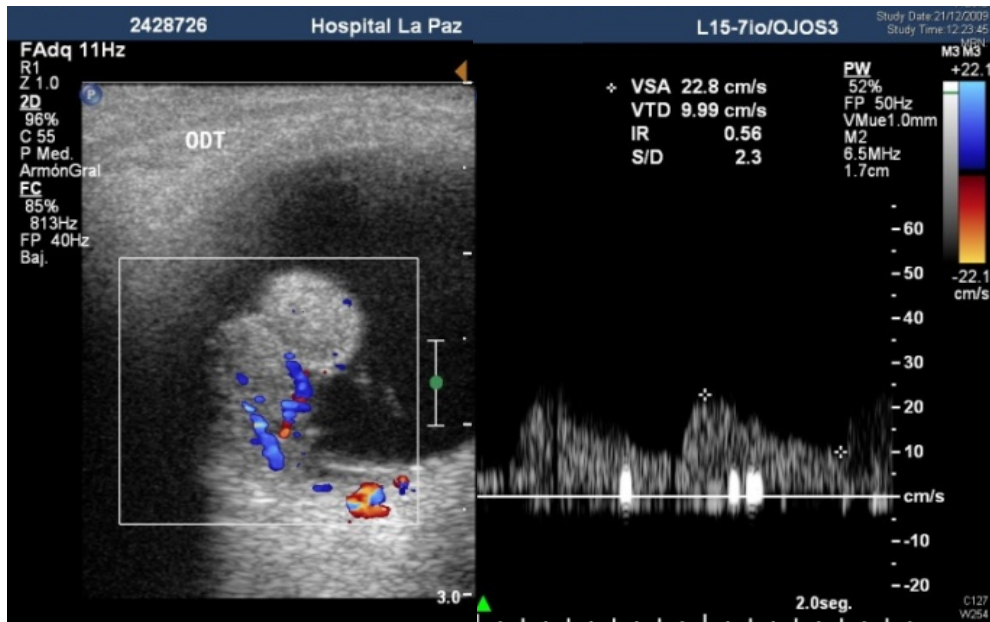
Ultrasonografía Doppler a color de melanoma corioideo que muestra flujo intratumoral.
